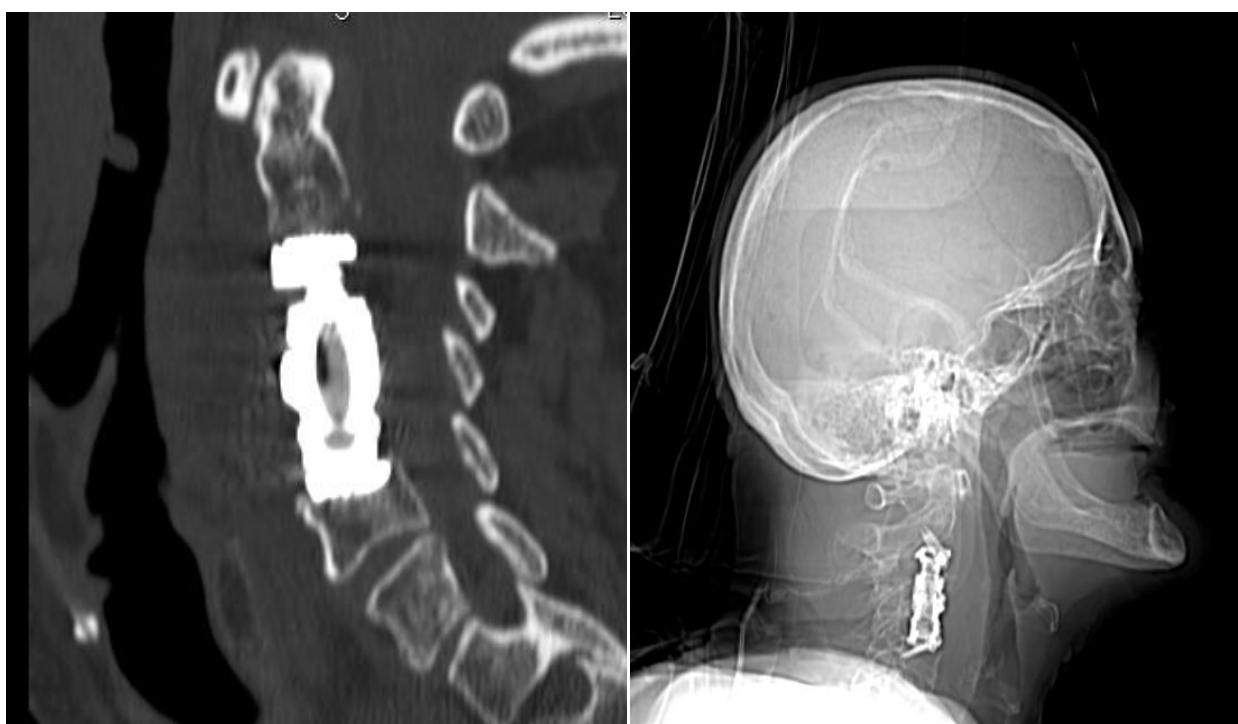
Tomografia komputerowa kręgosłupa szyjnego po wszczępieniu implantu trzonów kręgowych Fortify.
